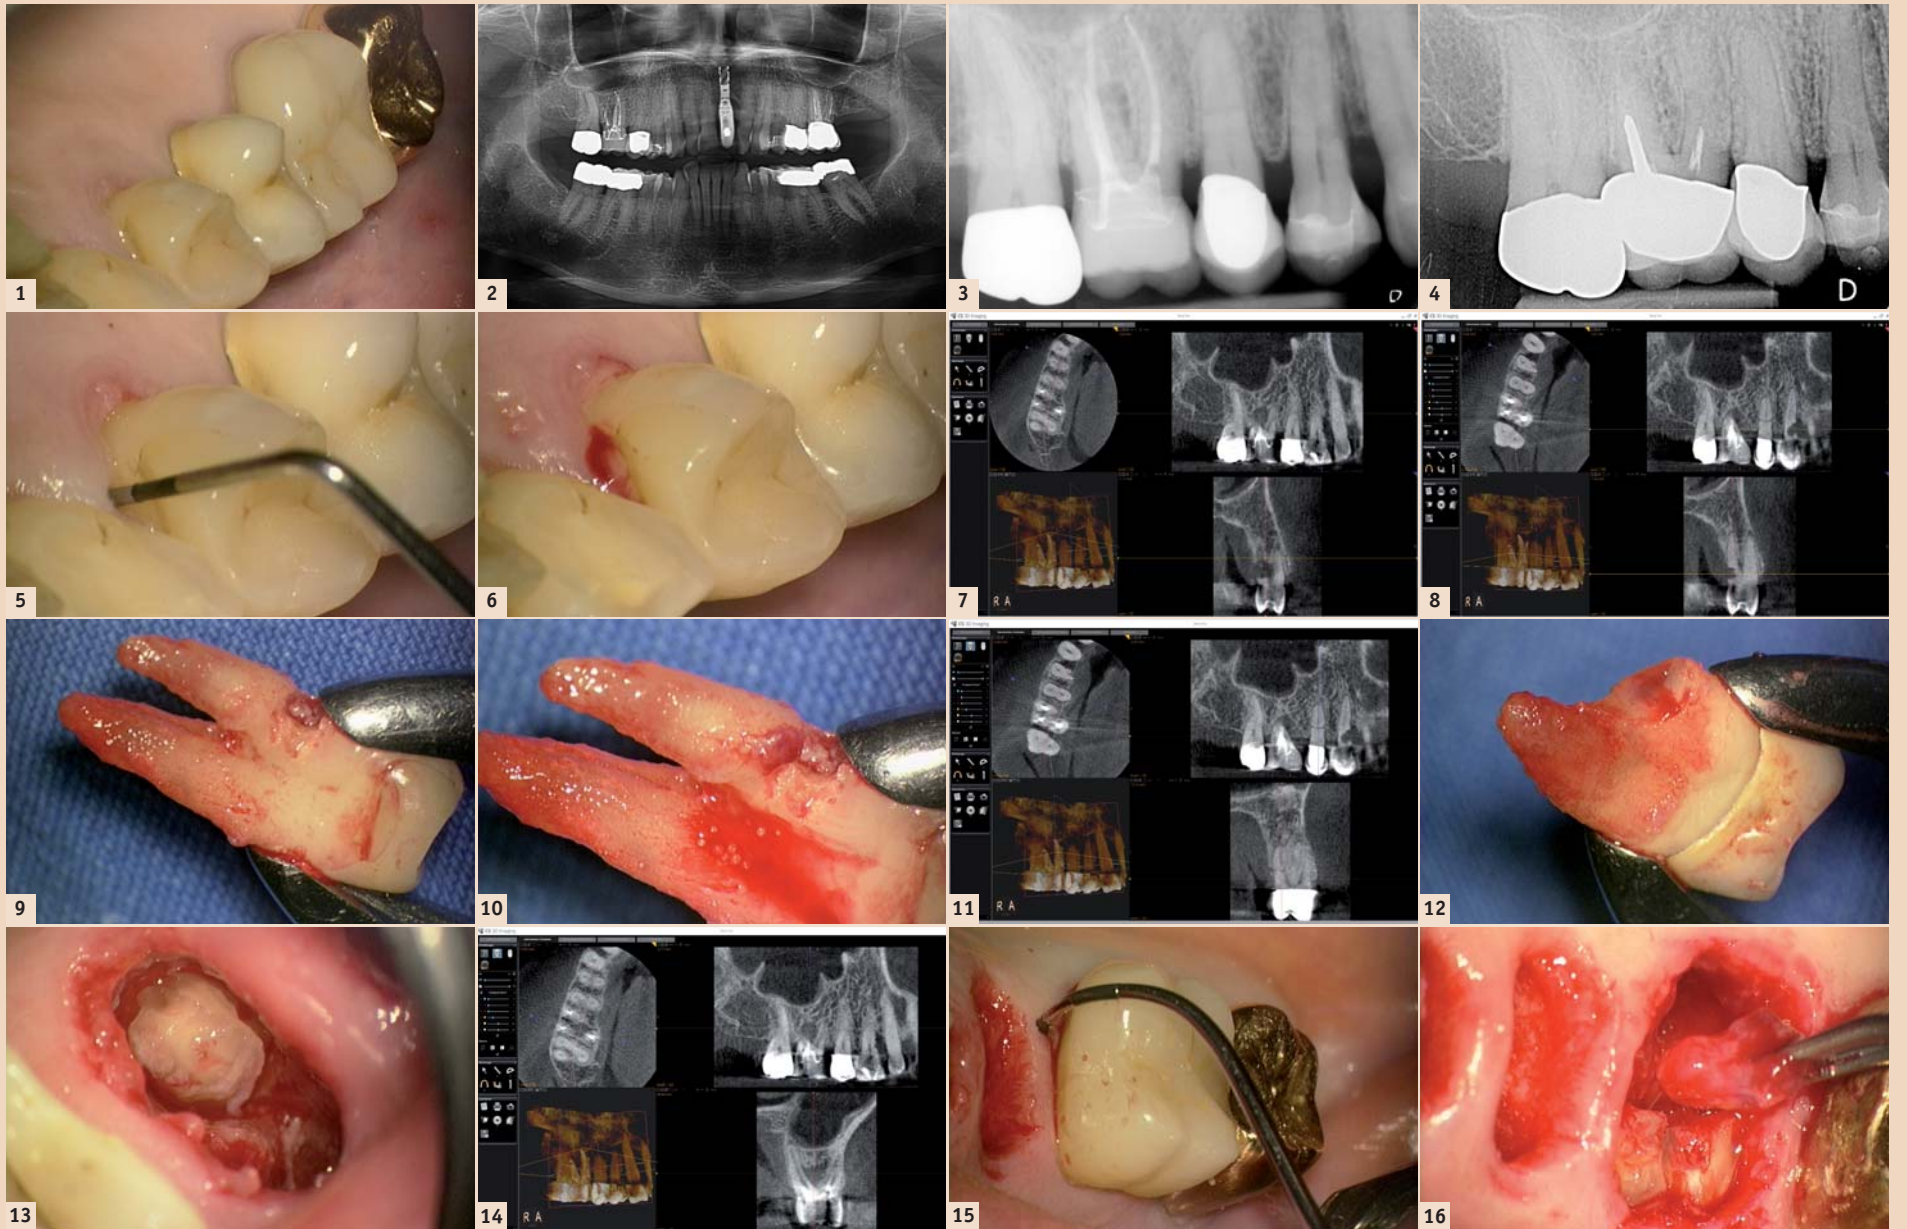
Intraorale Situation 14, 15 und 16. – Abb. 2: Panorama-Schichtaufnahme. – Abb. 3: Einzelröntgenbild ungefiltert (Hochauflösend: 21 Linienpaare) 20.03.2011. – Abb. 4: Vergleichs-Röntgenbild: Situation vom 14.01.2004 vor der Revision Zahn 16. – Abb. 5: Zahn 14: mesio-palatinale Sondierungstiefe 7 mm und strukturelle Weichgewebeveränderung. – Abb. 6: Zahn 14: Blutung auf Sondierung. – Abb. 7: Zahn 14: mesio-palatinale Sondierungstiefe 7 mm, effektiver Knochenverlust: 5 mm. – Abb. 8: Zahn 14: mesio-palatinale externe Resorption. – Abb. 9: Zahn 14: mesio-palatinale externe Resorption. – Abb. 10: Zahn 14: mesio-palatinale externe Resorption: Detailvergrößerung. – Abb. 11: Zahn 15: horizontale Fraktur der palatinalen Wurzel. – Abb. 12: Zahn 15: horizontale Fraktur der palatinalen Wurzel. – Abb. 13: Zahn 15: horizontale Fraktur der palatinalen Wurzel. – Abb. 14: Zahn 16: interradikuläre Aufhellung. – Abb. 15: Zahn 16: interradikuläre Sondierung nach Extraktion der Zähne 14 und 15. – Abb. 16: Zahn 16: Entfernung des interradikulären Entzündungsgewebes.
